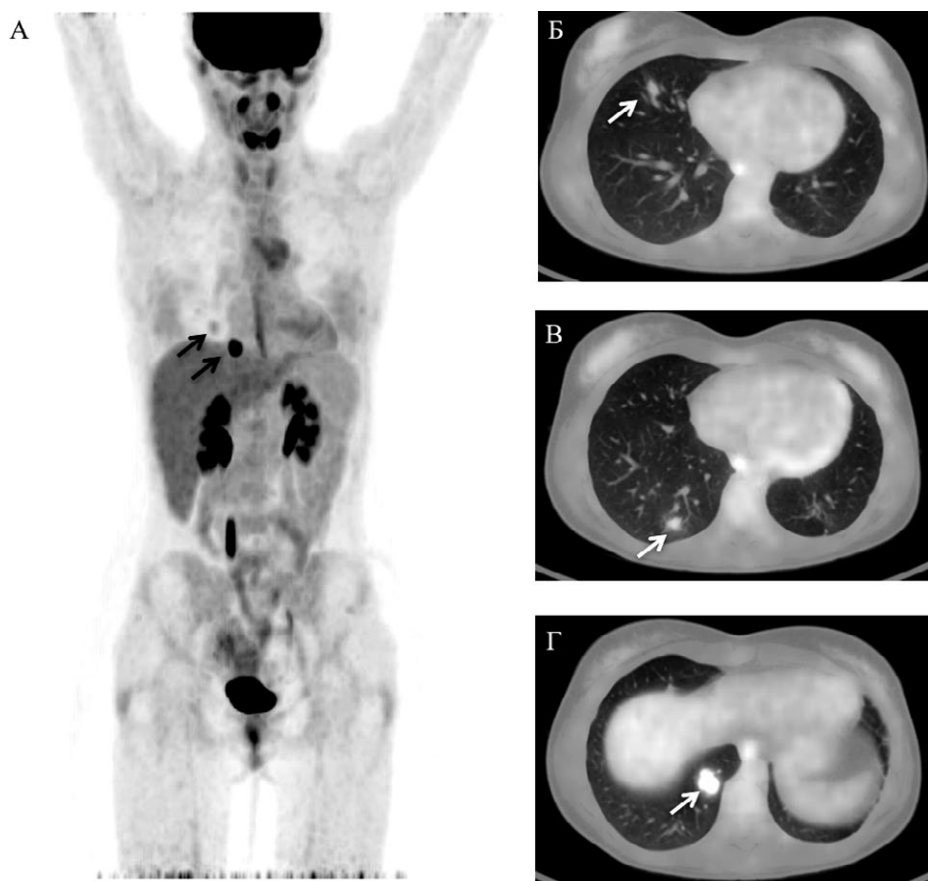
Позитронная эмиссионная томография (МР-реконструкция) во фронтальной проекции (А), совмещённые ПЭТ/КТ-изображения (Б, В, Г) в аксиальной проекции. Стрелками указаны очаги патологического накопления ^{18}F -ФДГ в образованиях правого лёгкого
